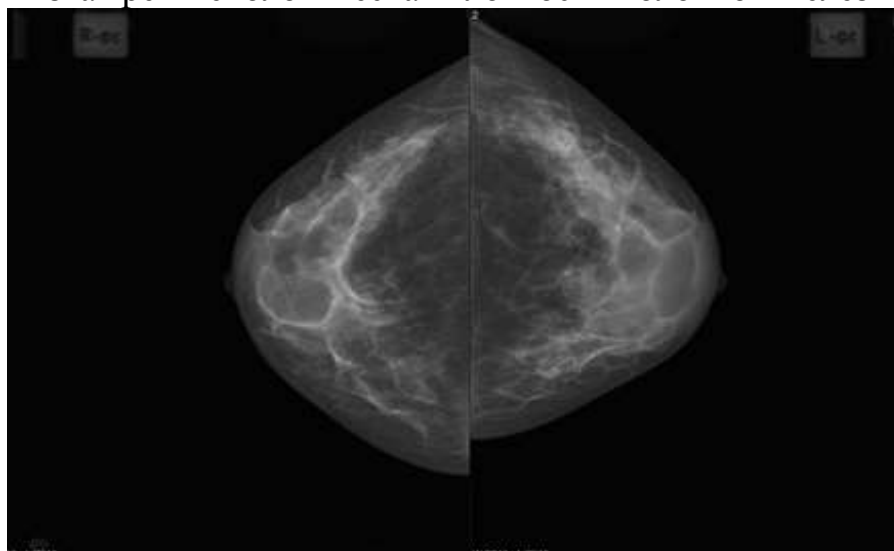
Низкая рентгенологическая плотность молочной железы – ACR 2.
